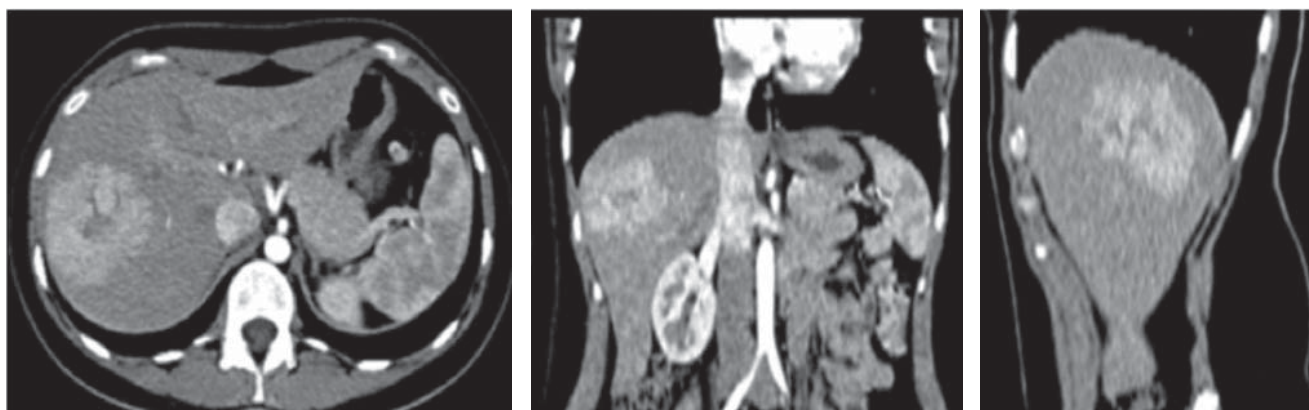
Tomografía en cortes axial, coronal y sagital en fase arterial donde se observa a nivel del segmento VII hepático imagen de bordes lobulados y definidos con un centro hipodenso que presenta realce temprano tras la aplicación de medio de contraste.
